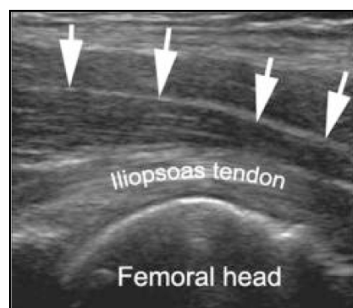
Imagen de ecografía de la región de la cadera (Tomado de *Blankenbaker DG, Tuite MJ. The painful hip: new concepts. Skeletal Radiol 2006;35:352-70*).
